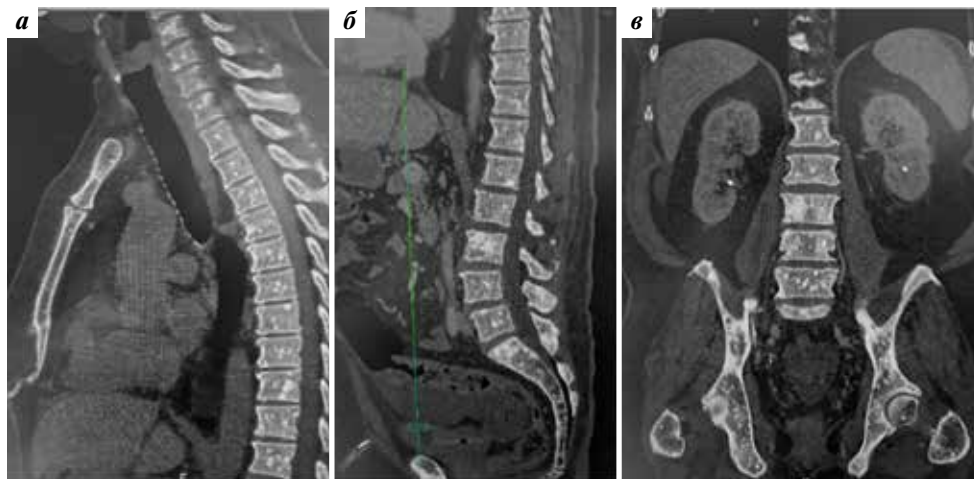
Компьютерные томограммы: множественные бластические метастатические очаги в позвоночнике (а, б) и костях скелета (в)
